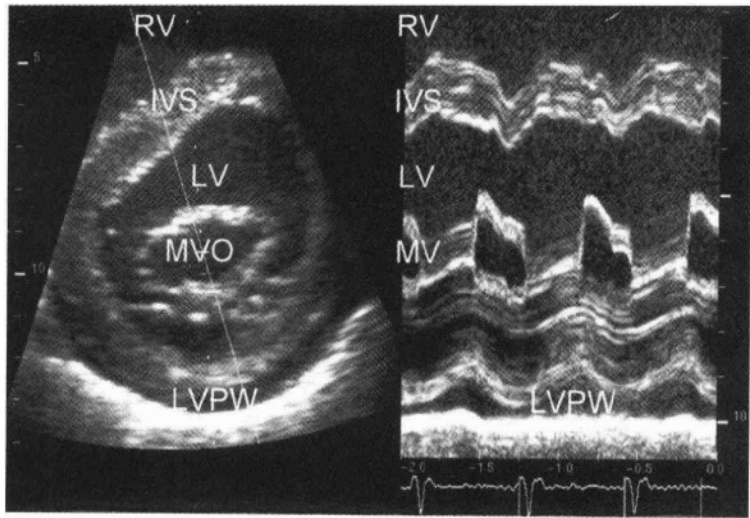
解剖 M 型超声心动图显示的心室波群
